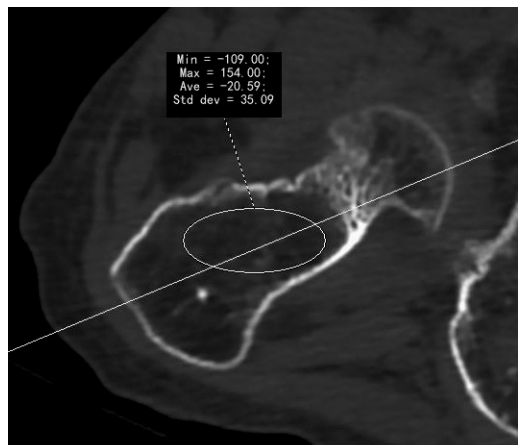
PACS 阅片软件自动读取股骨颈水平位中心层面区域 ROI 内的平均 CT 值为-20.59 HU
